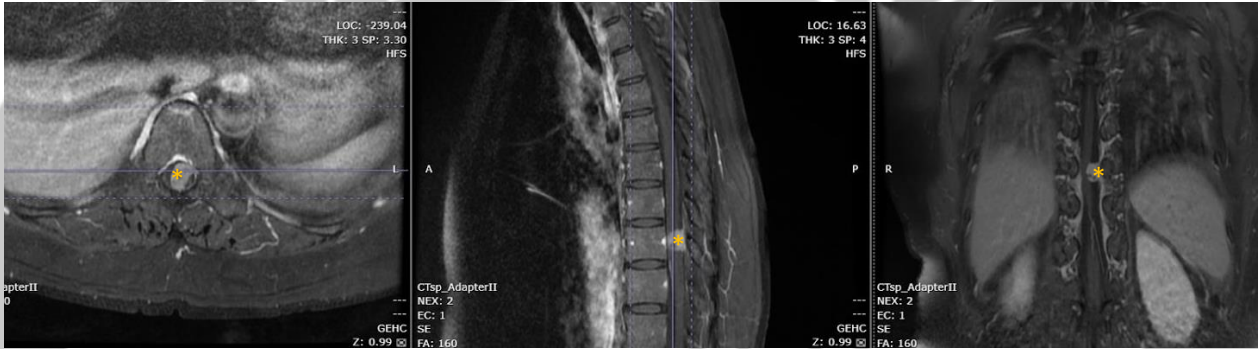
T1+Gd MRI T-L spine Axial, Sagittal and Coronal views showing enhancing intradural extramedullary mass at T10 level (Asterisk)
